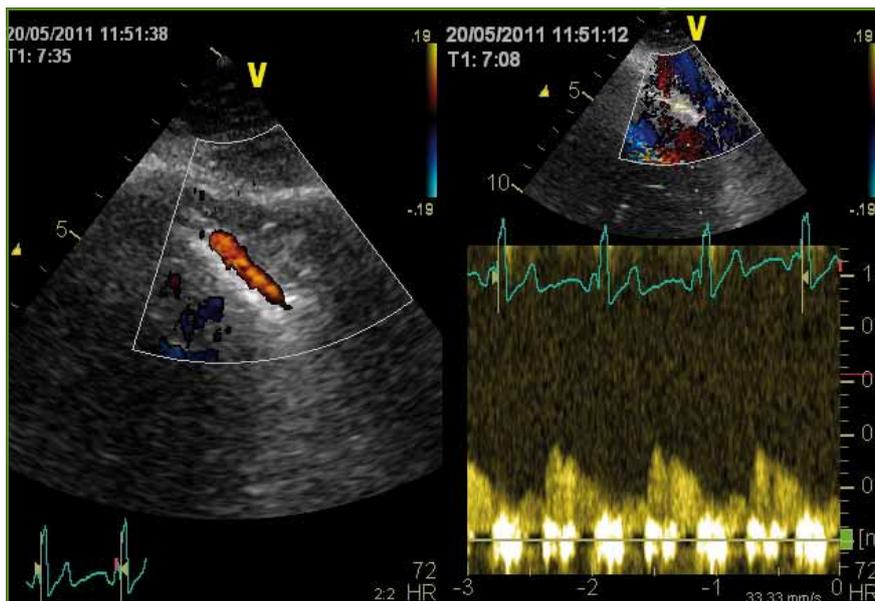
A gauche, visualisation de l'IVA distale en Doppler couleur. Flux oblique, dirigé vers la pointe; à droite flux coronaire correspondant en Doppler pulsé, biphasique, à nette prédominance diastolique.
